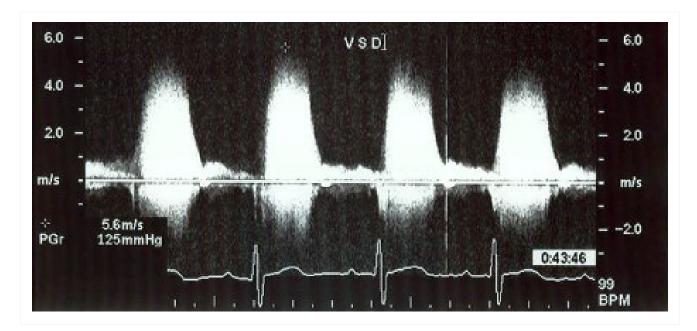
Imagem de Doppler mostrando registro espectral de Doppler de onda contínua mostrando o gradiente esquerda para a direita através do defeito do septo ventricular
